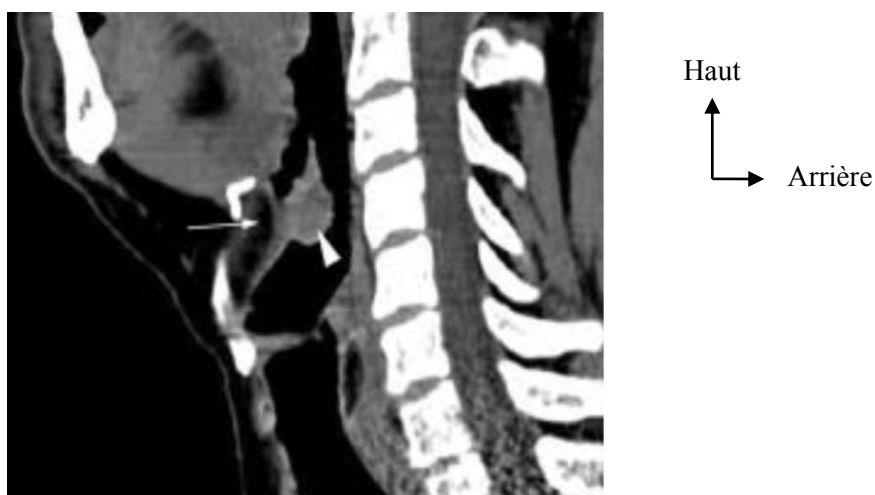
Tumeur sus glottique (TDM cervicale coupe sagittale).
